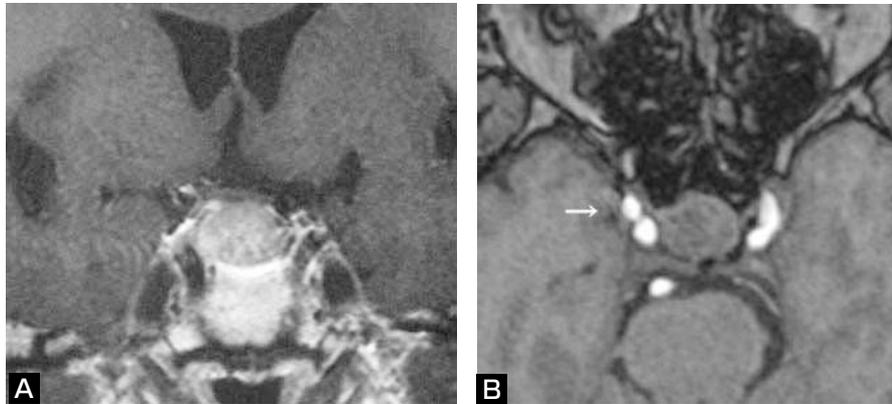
MRI showing a regrowing pituitary adenoma and right ICA aneurysm (arrow).
